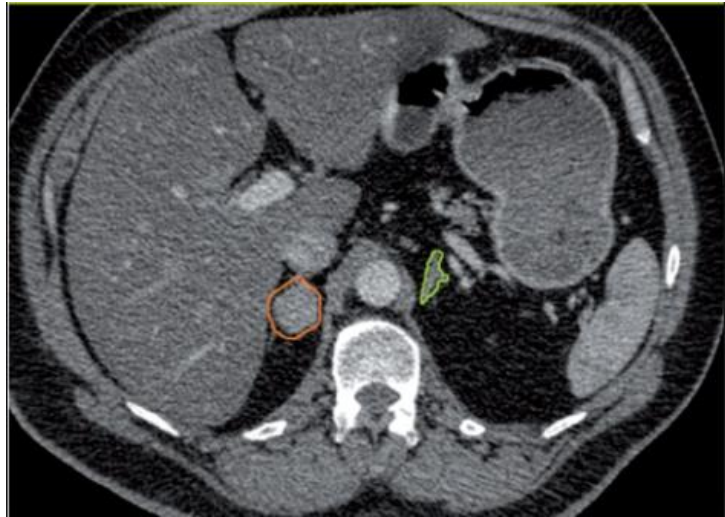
coupe TDM montrant un adénome surrenalien droit : En vert, la surrenale gauche normale. En orange, le nodule surrenalien droit. [76]
